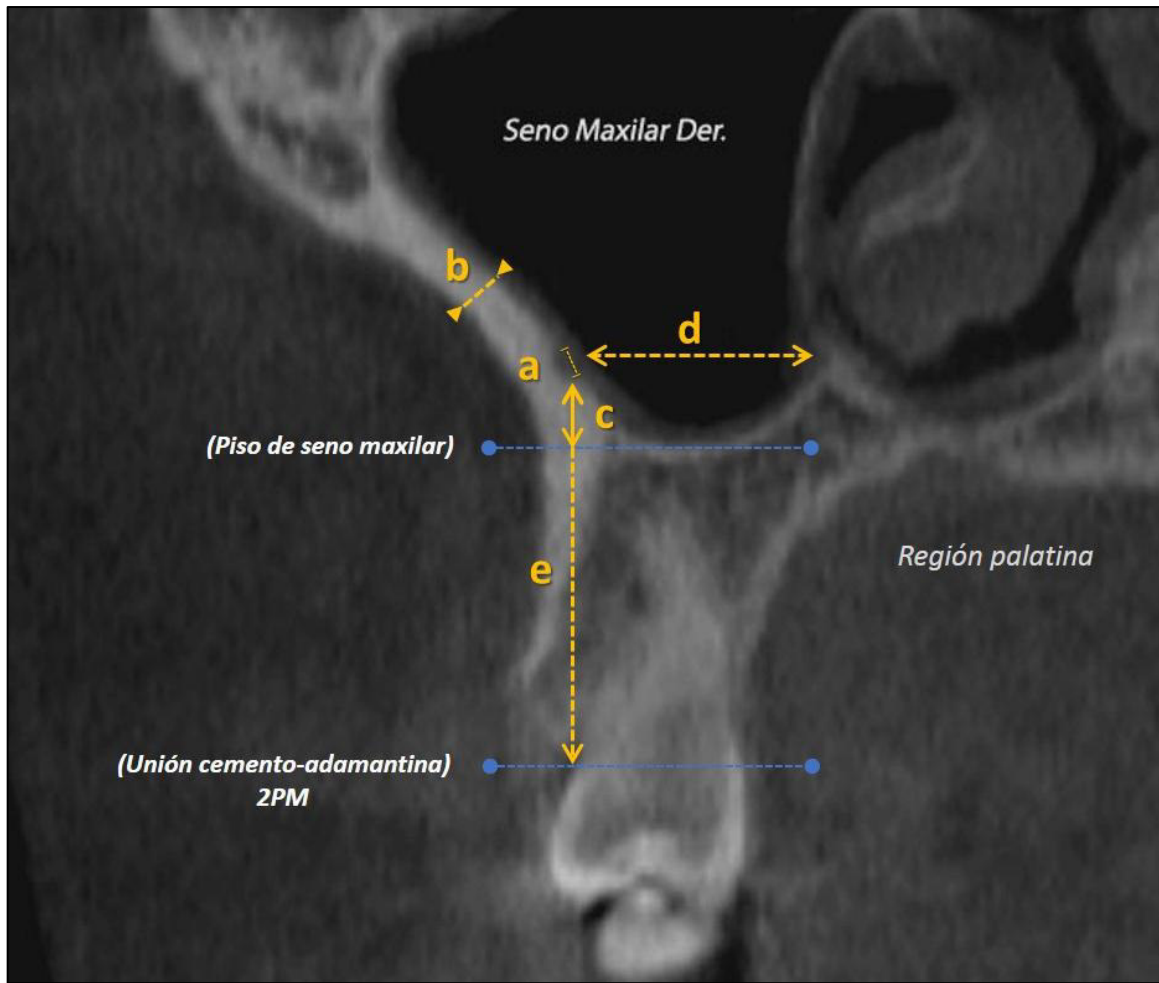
Vista coronal de CBCT del maxilar derecho. Diámetro de la arteria alveolar posterior superior (a), medida del grosor de la pared lateral del maxilar (b), distancia del conducto arterial al piso del seno maxilar (c), distancia del conducto arterial a la pared medial del seno maxilar (d), la distancia del conducto arterial a la unión cemento-adamantina (e).
